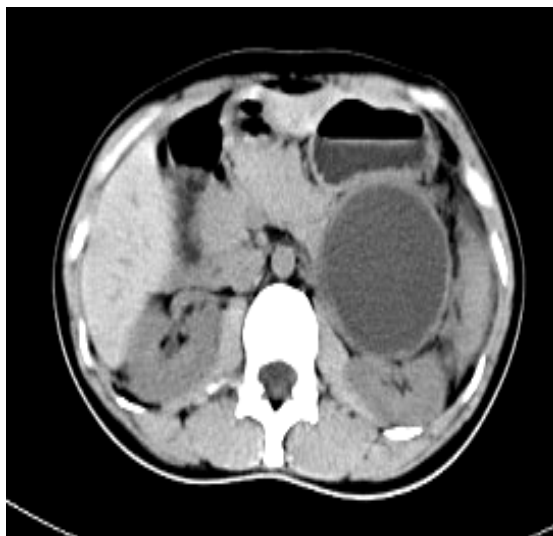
潴留性囊肿 CT：内部均匀水样密度的囊性占位，边缘清晰，增强扫描后囊壁增强明显，内部无强化。
